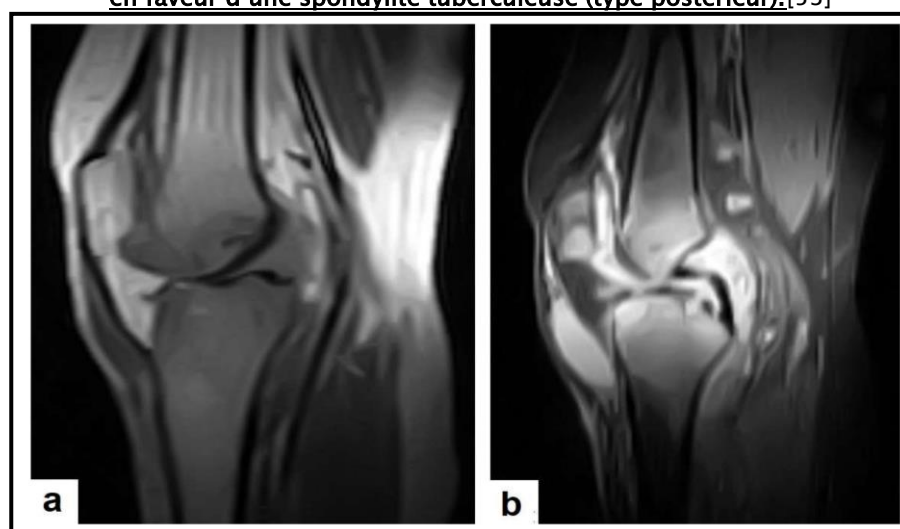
IRM du genou montrant une tuberculose du genou : (a) en T1, important œdème artriculaire avec épaissement synovial et érosions osseuses ; (b) en T2, hyperintensité diffuse avec épanchement, collection prépatellaire et adénopathies poplitées.[50]
